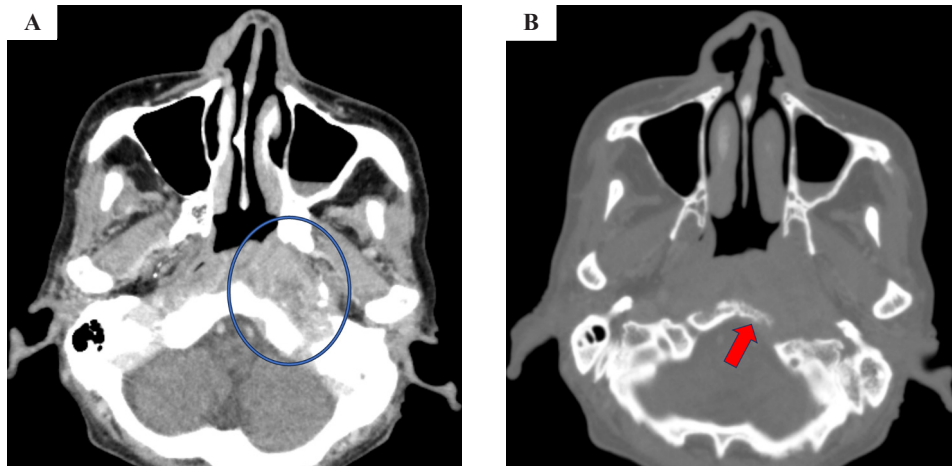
Computed tomography with contrast at this hospital. (A) Soft-tissue shadow is heterogeneously enhanced by contrast. Compared to the previous CT, the soft-tissue shadow is slightly reduced. (B) Bone destruction is seen.
